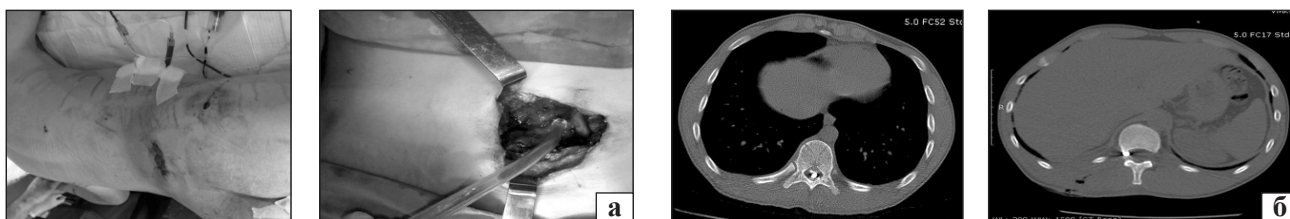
Мінно-осколкове поранення хребта: а) зовнішній вид; б) томограми сліпих та проникних мінно-осколкових поранень
